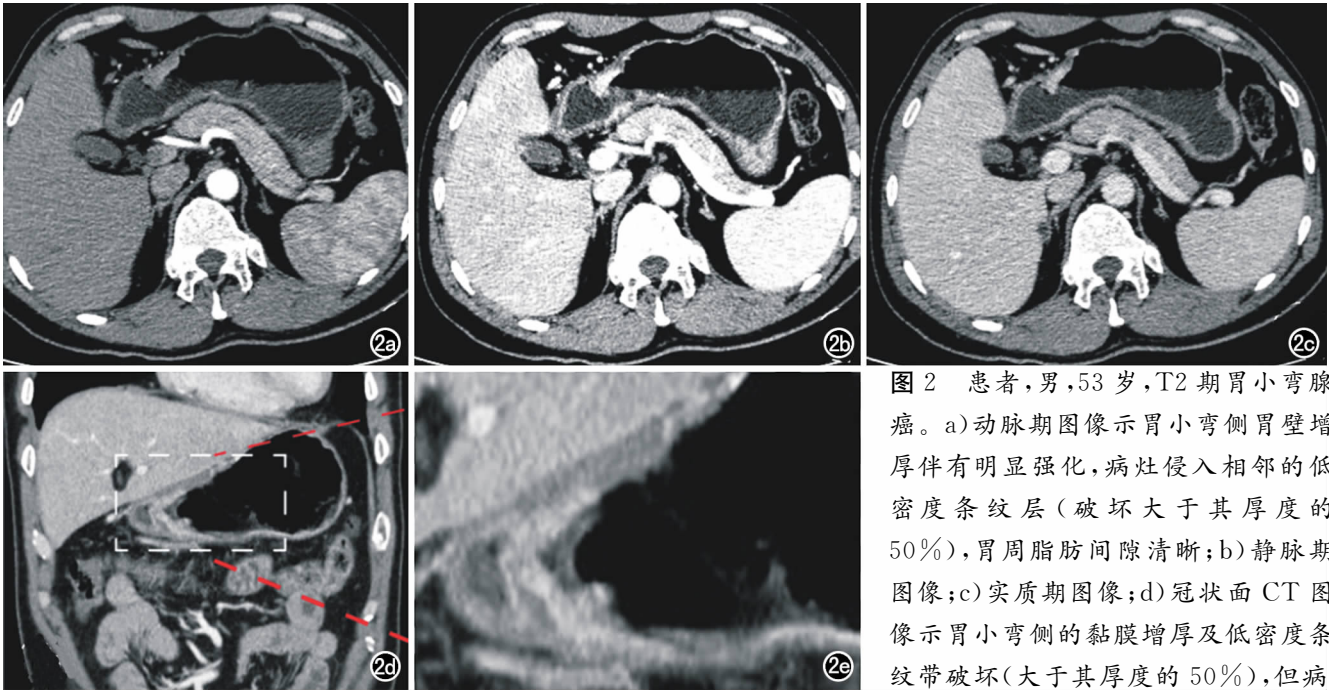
患者,男,53 岁,T2 期胃小弯腺癌。a) 动脉期图像示胃小弯侧胃壁增厚伴有明显强化,病灶侵入相邻的低密度条纹层(破坏大于其厚度的 50%),胃周脂肪间隙清晰; b) 静脉期图像; c) 实质期图像; d) 冠状面 CT 图像示胃小弯侧的黏膜增厚及低密度条纹带破坏(大于其厚度的 50%),但病灶与胃壁外层之间仍存在少许低密度影; e) 冠状面 CT 病变放大图像。
